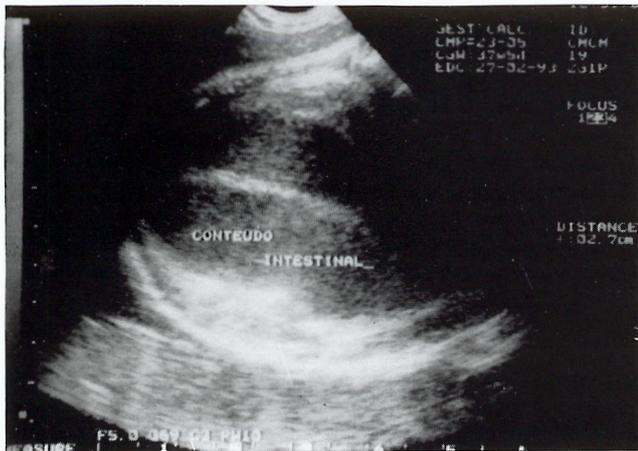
Ecografia antenatal evidenciando hiperecogenicidade abdominal difusa e dilatação acentuada das ansas intestinais.
